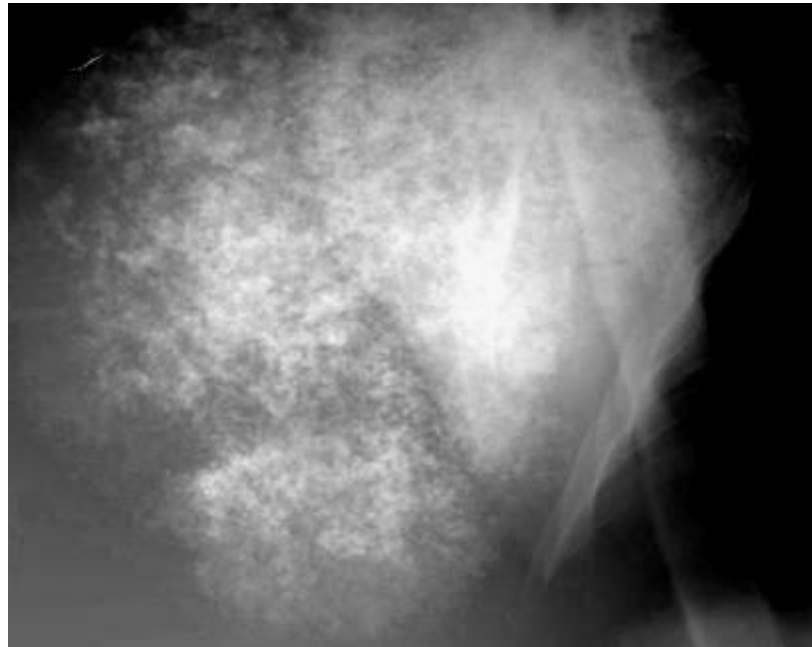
Рентгенограма в прямій проєкції. Периферична хондросаркома – на задній поверхні лопатки визначається велике утворення з нерівними, нечіткими контурами та характерною структурою "хрящового" типу або "краплистими" вапняними включеннями.
